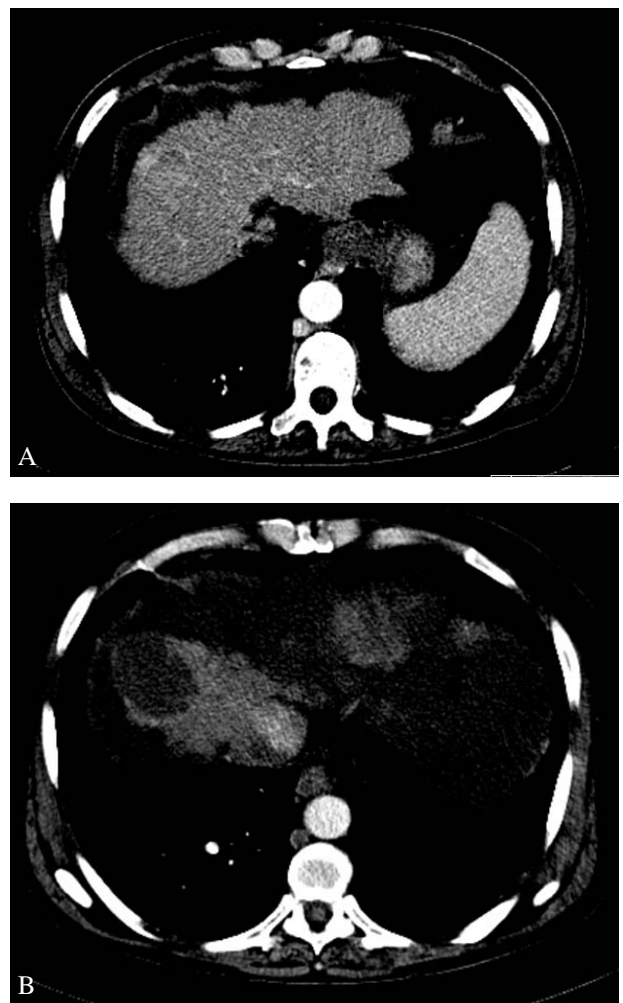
A) A TC evidencia carcinoma hepatocelular hipervascular no segmento hepático VIII. B) Após TACE observa-se ausência de áreas de captação de produto de contraste traduzindo resposta completa
